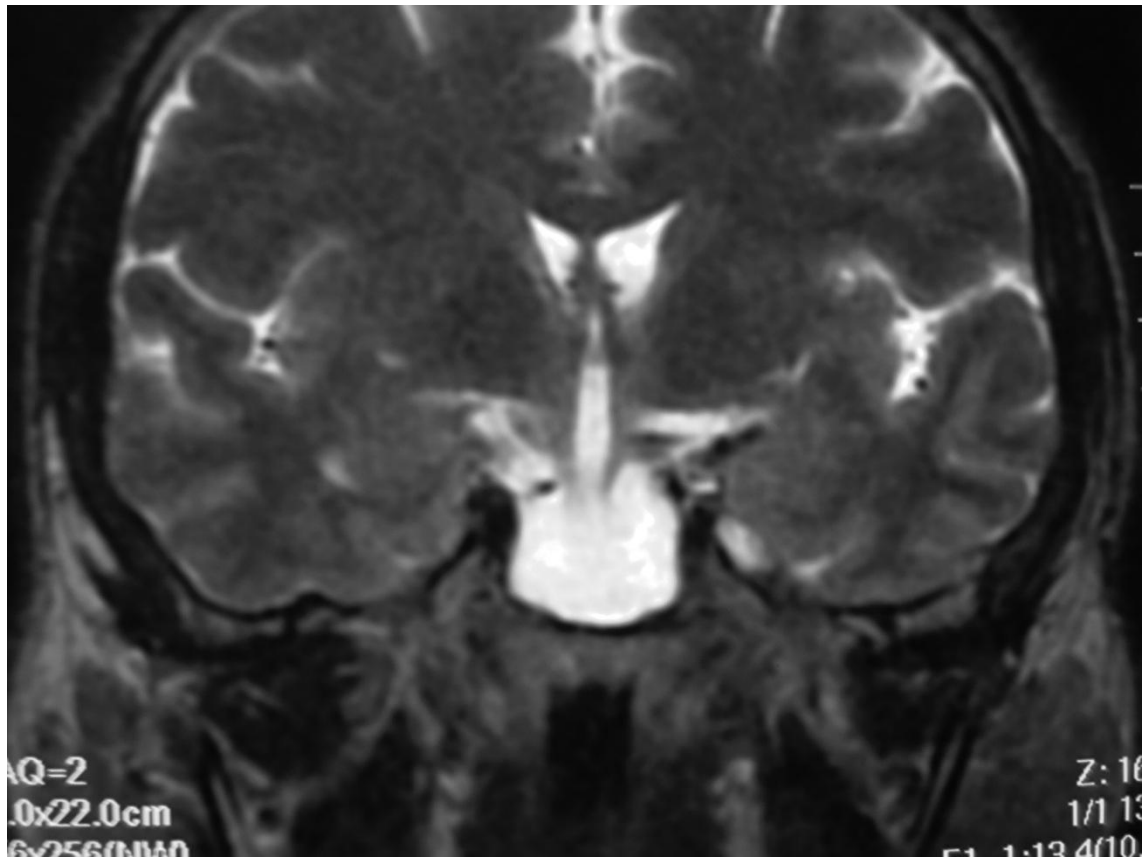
Ressonância magnética de sela turca em T2, coronal, sem contraste, após 57 meses do início do tratamento com a cabergolina, a qual mostra redução do adenoma hipofisário, com aumento da cisterna supraselar.
